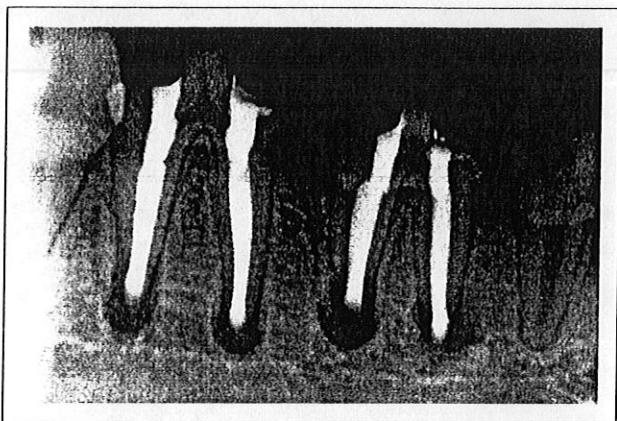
Radiografía periapical de un espécimen del grupo C (conductos radiculares retroinstrumentados y retroobturados con gutapercha termoplastificada).
